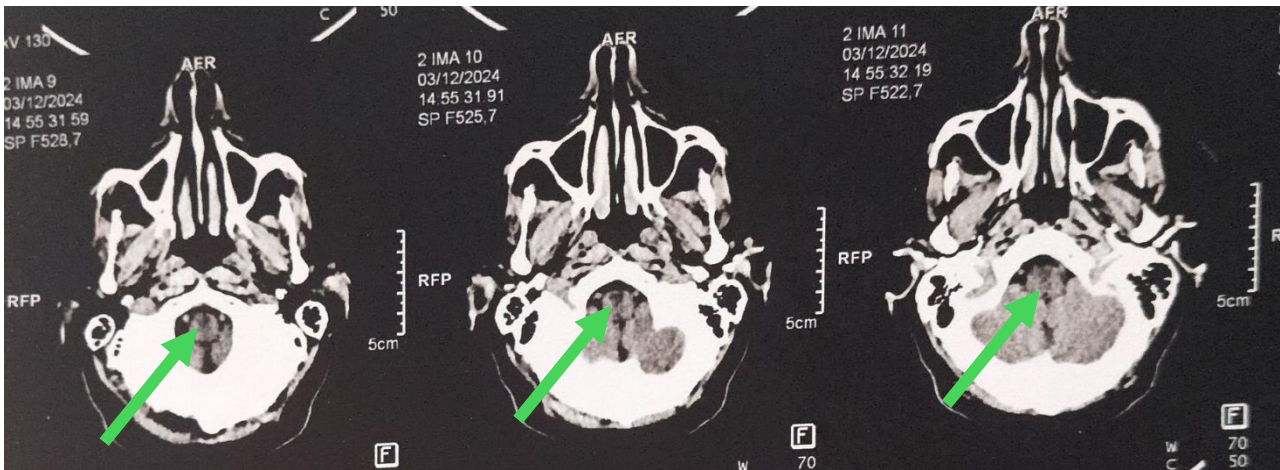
TAC realizada a 3/12/2024
